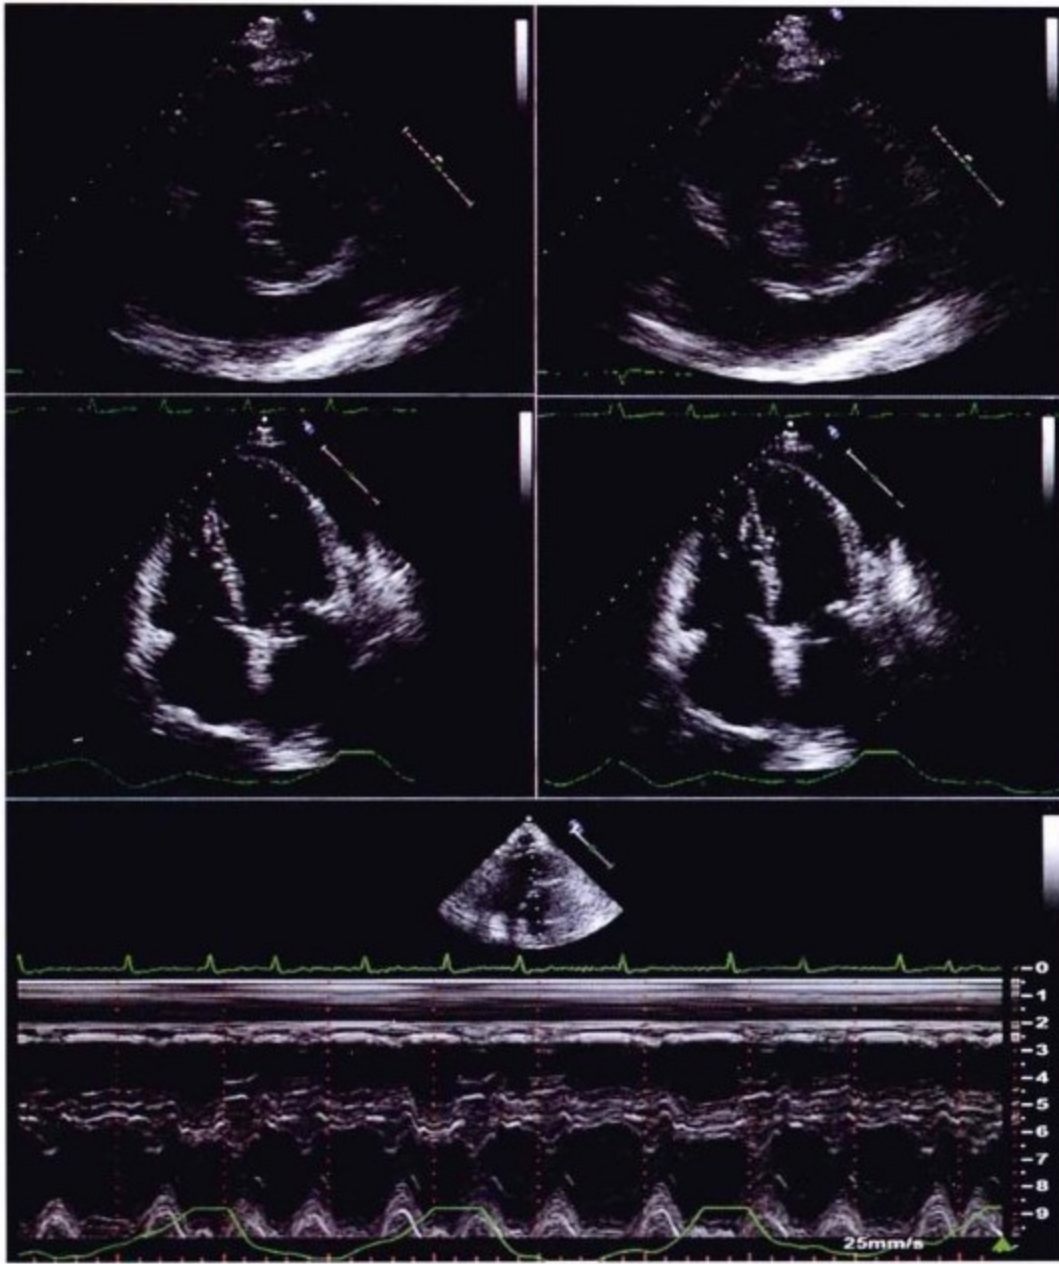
上方的四幅图为经胸超声心动图,显示左心室肥厚以及中等程度的心包积液。心脏节律不齐,但仍有吸气时间隔壁的移位。舒张早期未见间隔壁移位。下方图为 M 型超声检查,可见吸气状态下右心室增大及左心室缩小。
